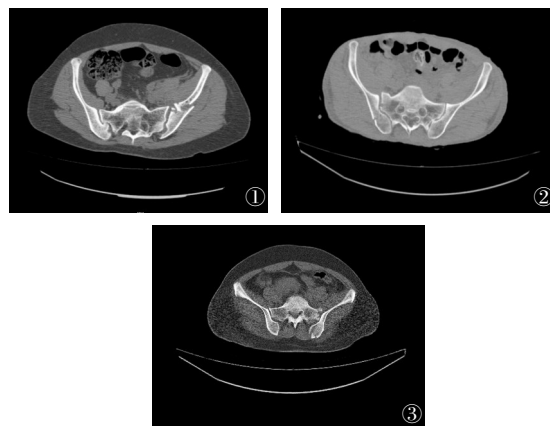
~3 CT轴位显示骨盆新月形骨折Day分型。图1 Day I型骨折线累及骶髂关节前三分之一 图2 Day II型骨折累及骶髂关节的中间三分之一 图3 Day III型骨折累及骶髂关节后三分之一
